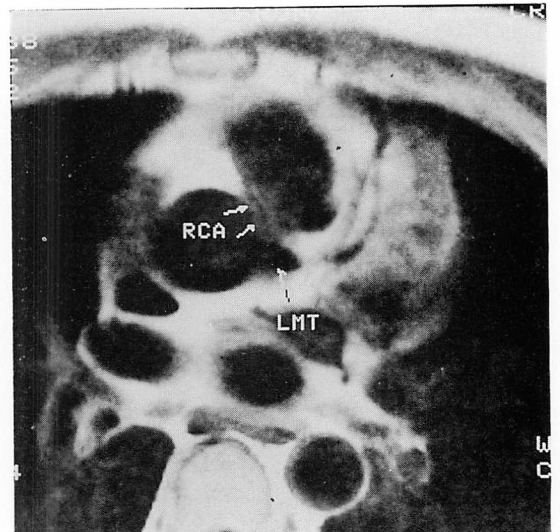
MR image of an abnormal origin of the right coronary artery (45-year-old man).
